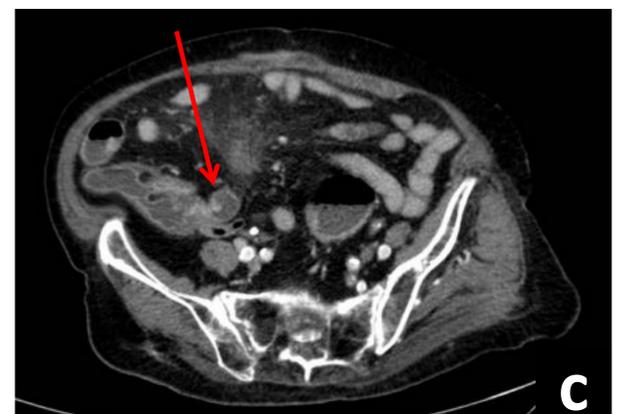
Paciente con dolor en FID que presenta en ecografía (a) lesión ovoidea en FID hipocóica heterogénea con presencia de refuerzo posterior. En TC (b y c), imagen ovoidea hipodensa con calcificaciones lineales en su pared que en la zona de la base presentaba torsión sobre la base (flecha) en sentido antihorario (c). Hallazgos compatibles con mucocele apendicular y torsión secundaria, confirmados tras cirugía.
